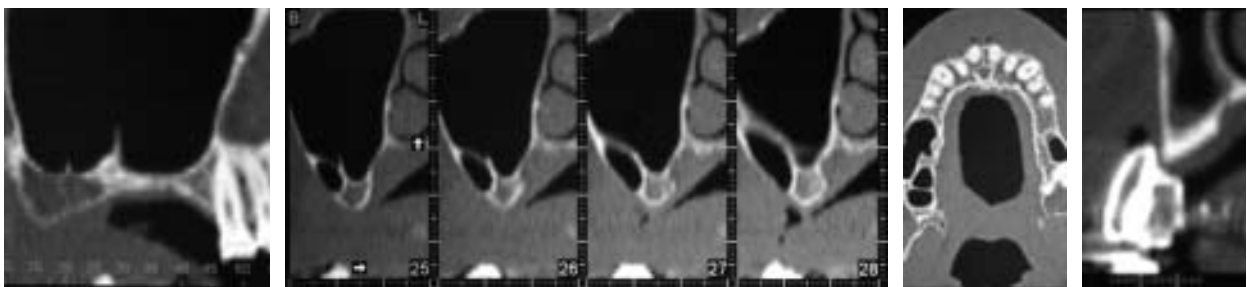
bis 4: In dem vorliegenden CT ist in Regio der Transversalschnitte 25–28 ein Septum, das die Kieferhöhle nicht nur in ein mesiales und distales, sondern auch in ein anteriores und posteriores Kompartiment unterteilt. – Abb. 5: Röntgenschablone stellt den Alveolarkamm an der Stelle der antizipierten Zahnposition dar. Die Breite der Schleimhaut kann ebenfalls festgestellt werden.
